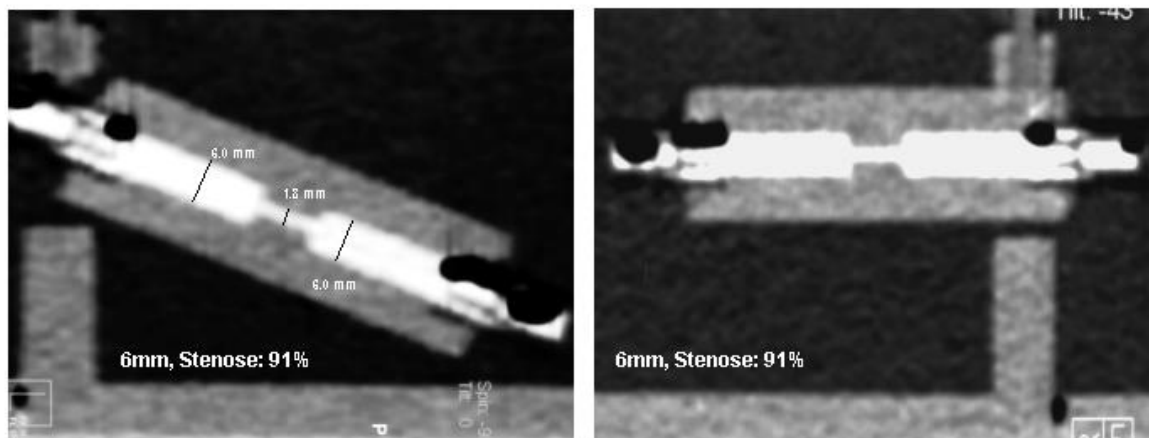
Stenosequantifizierung in der CT am Beispiel des 6mm Gefäßzylinders mit 91%-iger Stenose. Links die MPR des zur y-Ebene angulierten Messzylinders (45° schräg) Rechts die MPR des Messzylinders in paralleler Ausrichtung zur x-Achse (0°).*
